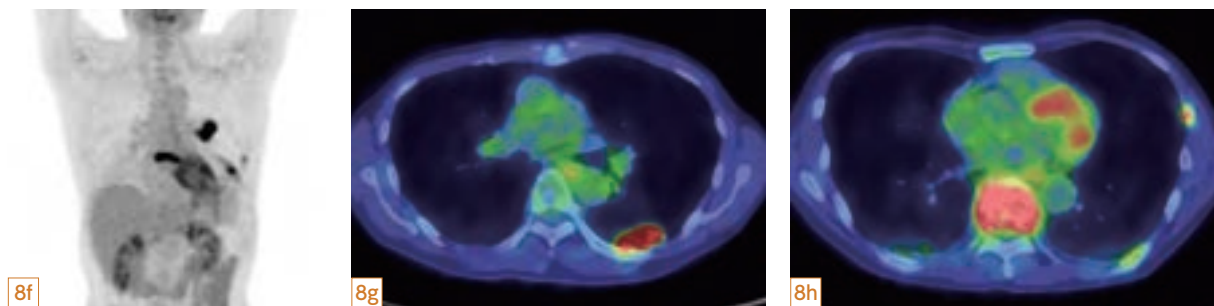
e 左中肺野、下葉S6 のすりガラス影を呈する結節です。胸部単純X線写真ではごく淡い陰影なので発見は極めて困難ですが、すりガラス影を呈する病変がCTでのすりガラス影とは限りません。このような明らかな限局性高吸収域にてもコントラスト分解能の差により単純X線写真では境界不明瞭な淡い陰影とし描出されることは多々見られます。背景に間質性肺炎があり嚢胞に連続して発生した腺癌で、既に骨転移を生じています。
